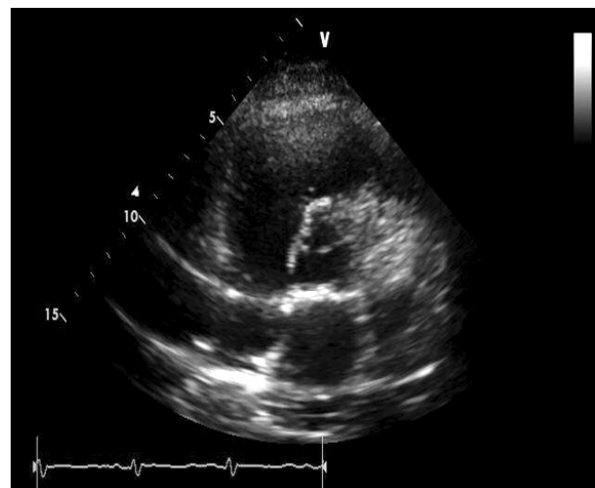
Echocardiogram shows focal calcification of the pericardium, which was possibly caused by tuberculous pericarditis.
